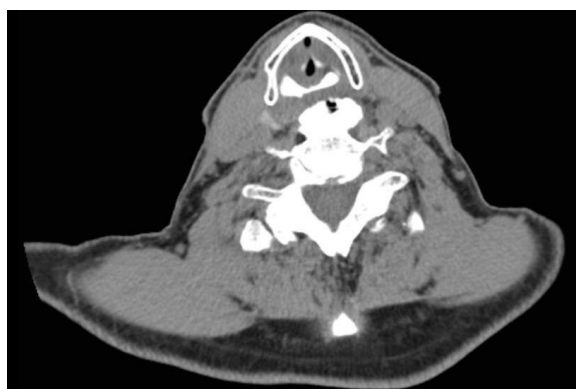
Компьютерная томография шеи. Определяются краевые костные разрастания тел позвонков.
